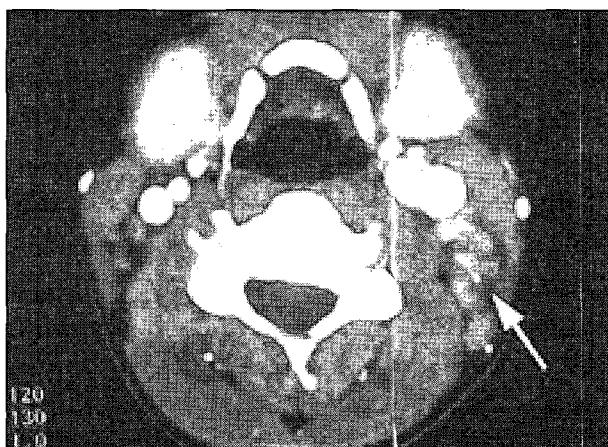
CT scan shows homogeneously isodense enhancement of lymph nodes. White arrow is multiple isodense enhancement lymph nodes.
